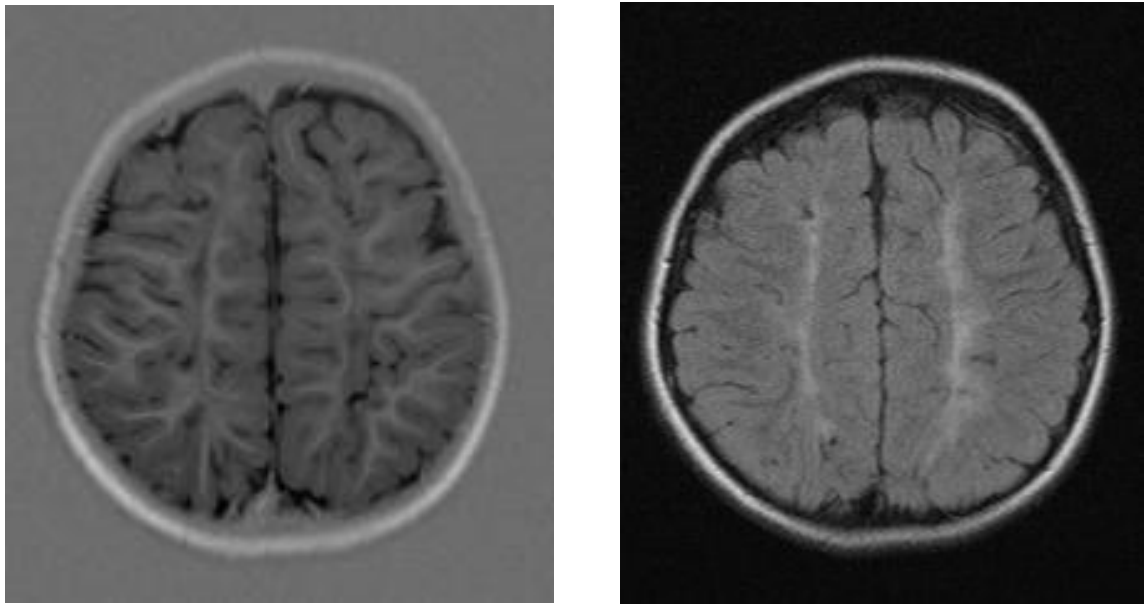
Axial T1-weighted and T2-weighted sequences in a 3-year old boy who had suffered from prolonged partial hypoxic ischemic injury at term. Note the parasagittal signal abnormalities in the centrum ovale.
